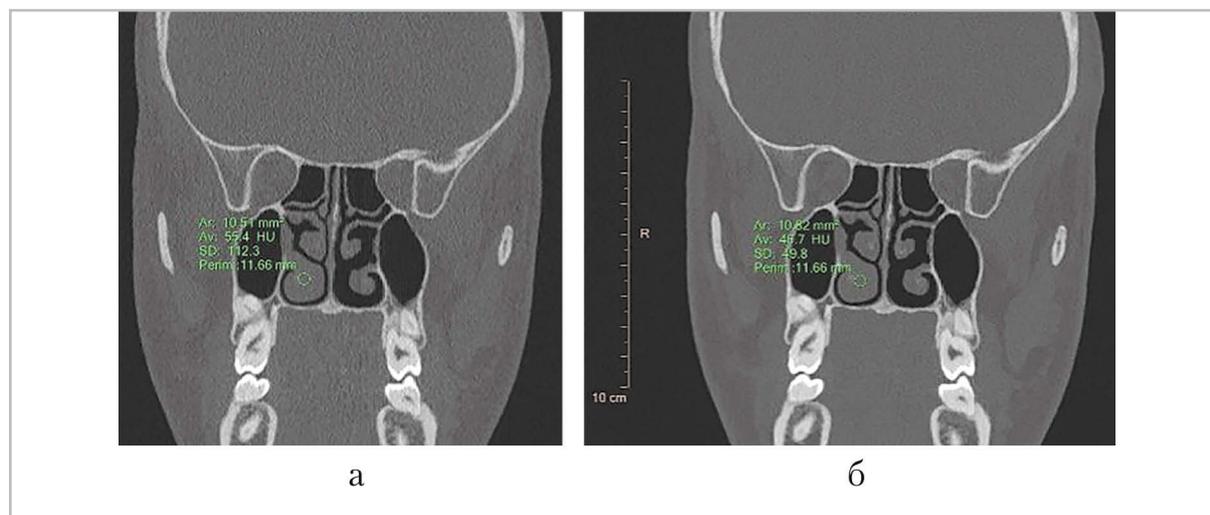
МСК-томограммы. МРР в коронарной реконструкции. Сравнительная оценка качества диагностических изображений с использованием технологий итеративной iDose 4 (а) и IMR (б). Отсутствие значимых различий при одновременном снижении дозы облучения в 1,5 раза
